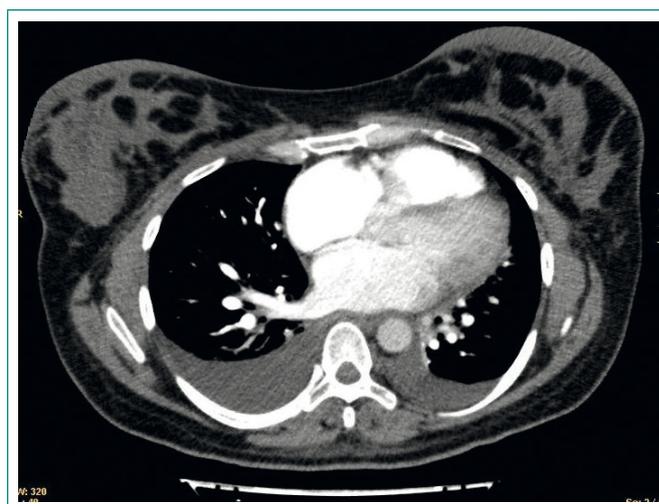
Angio-TC torácica: se descarta tromboembolismo pulmonar. Derrame pleural bilateral
